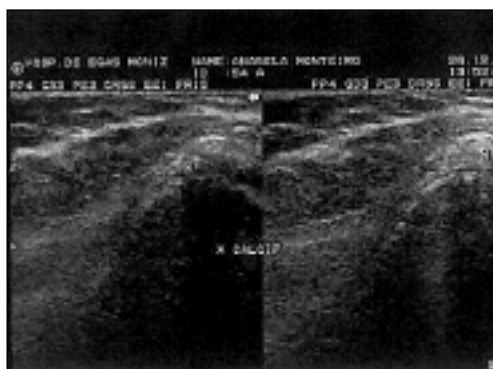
Caso 1, 2ª ecografia
